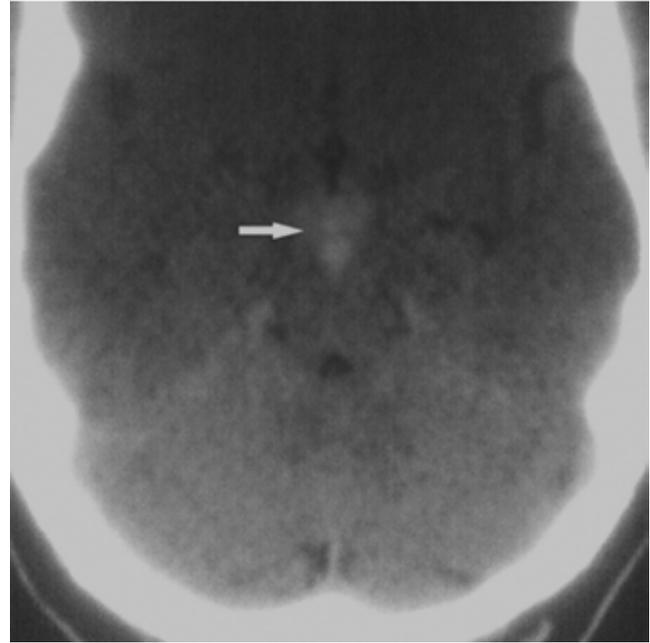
TAC de cerebro. La flecha destaca una hemorragia en la cisterna interpeduncular.
